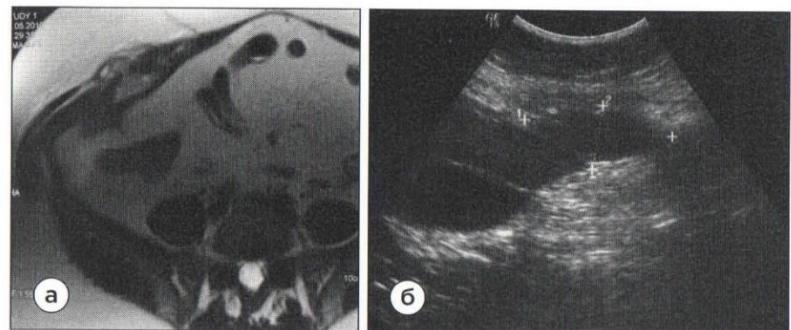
Аппендикулярный абсцесс в виде запонки с деструкцией передней брюшной стенки при переднем расположении отростка: а — МРТ; б — УЗИ.
